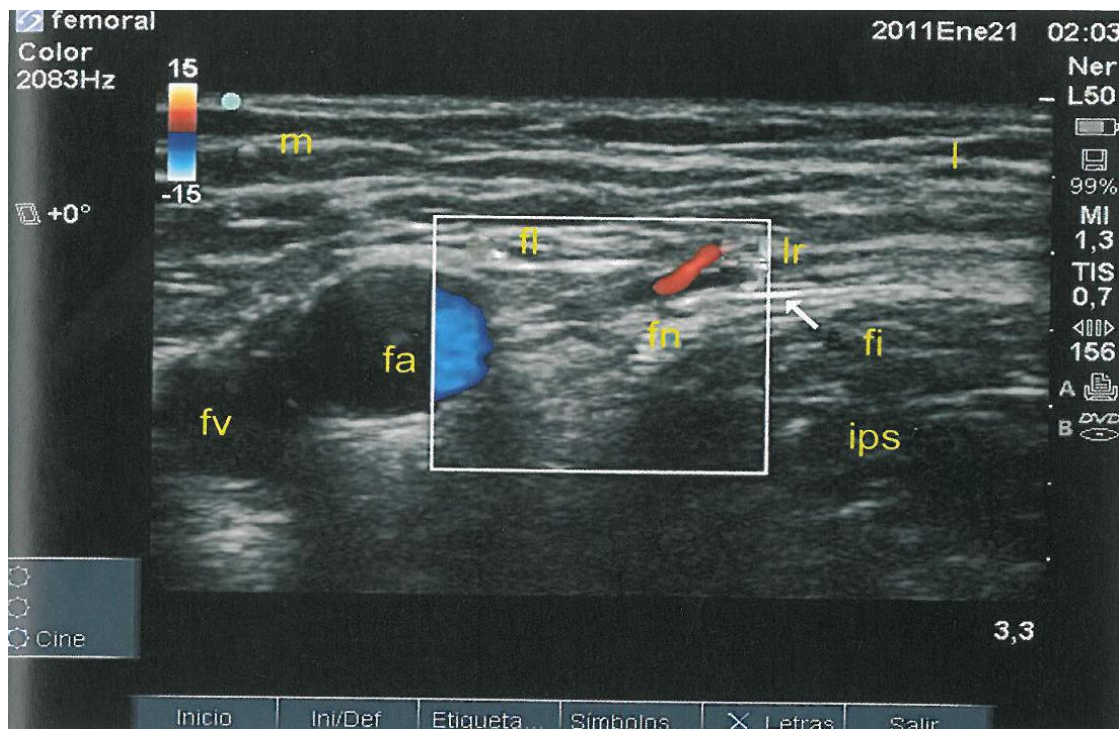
Sonograma donde se aprecia la rama recurrente lateral (lr) entre la fascia lata (fl) y fascia ilíaca (fi). El nervio femoral (fn) se coloca entre el músculo iliopsoas (ips) y los vasos femorales arteria (fa) y vena (fv). Con permiso del Dr. Rafael Blanco.
